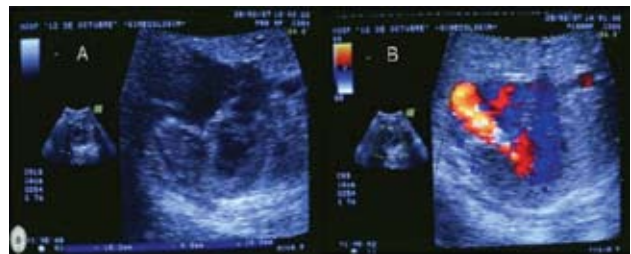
Ecocardiograma A: anatomía de ventrículo derecho dilatado con mala colocación de la válvula. B: insuficiencia tricuspídea detectada por Doppler.
